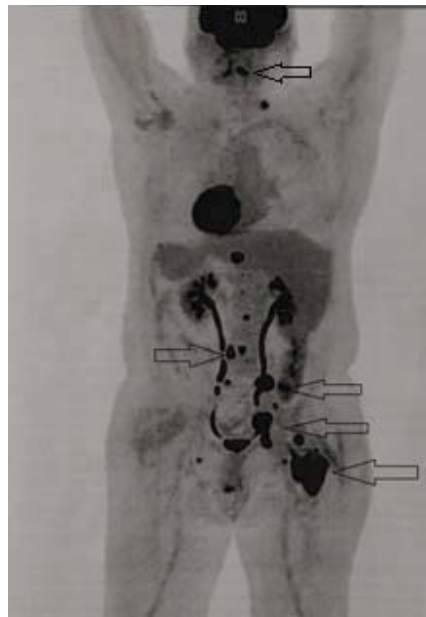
ПЭТ исследование: определяются очаги патологического накопления F-ФДГ: в позвонках – по КТ смешанная деструкция с преобладанием незначительного бластического компонента (указаны стрелкой)
